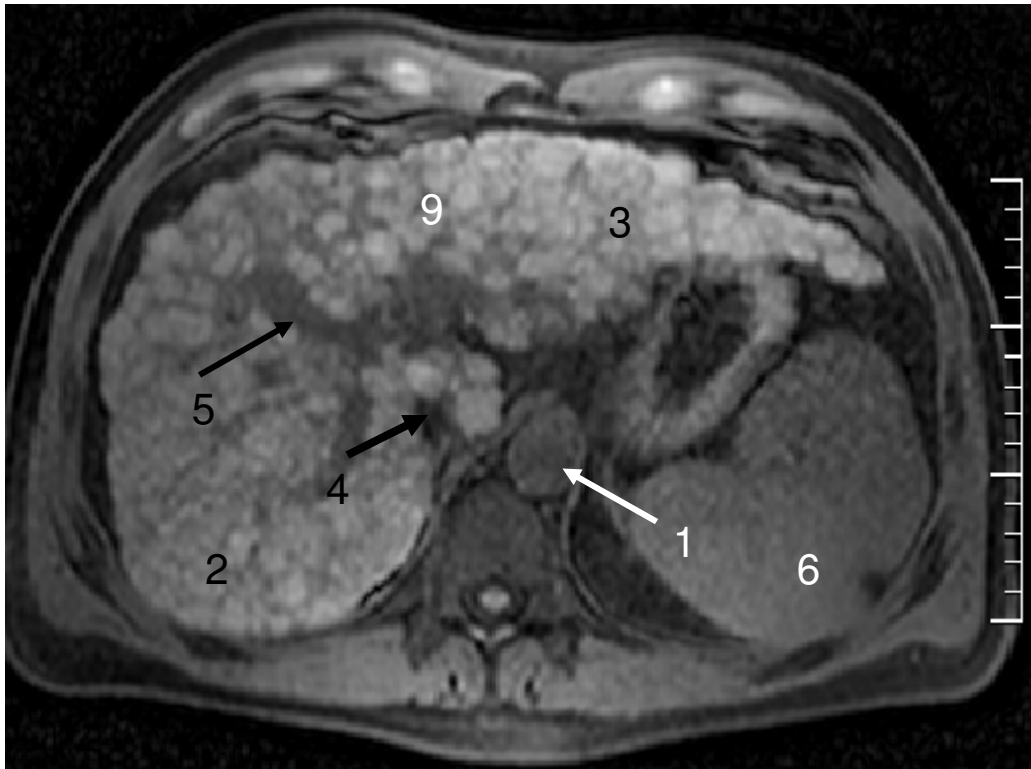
Zirrhotische Leber, Sequenz: TR 123 TE 6,9, MRT 1; nativ, 1 Aorta; 2 rechter Leberlappen; 3 hypertrophierter linker Leberlappen; 4 Vena cava inferior; 5 Lebervenen; 6 Splenomegalie; 9 knotiger Umbau der Leberoberfläche
